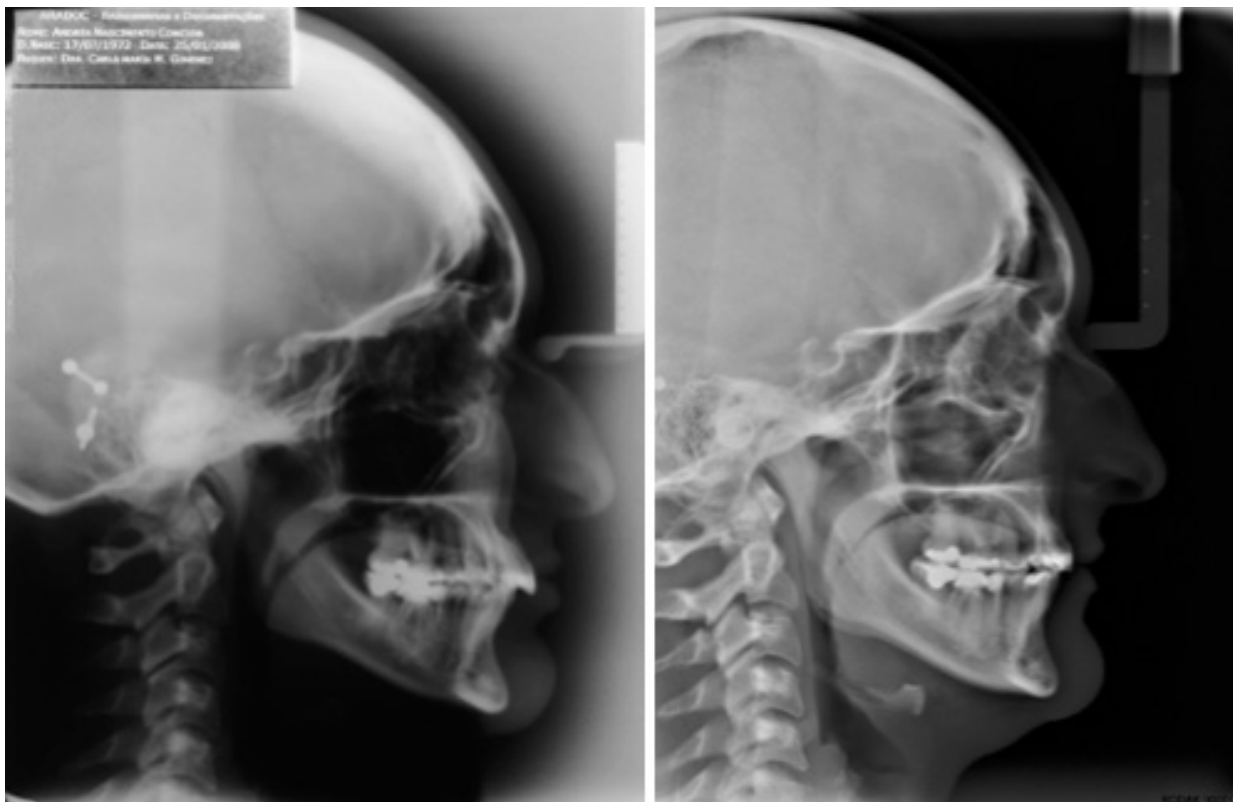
Comparación de las telerradiografías inicial y final.
